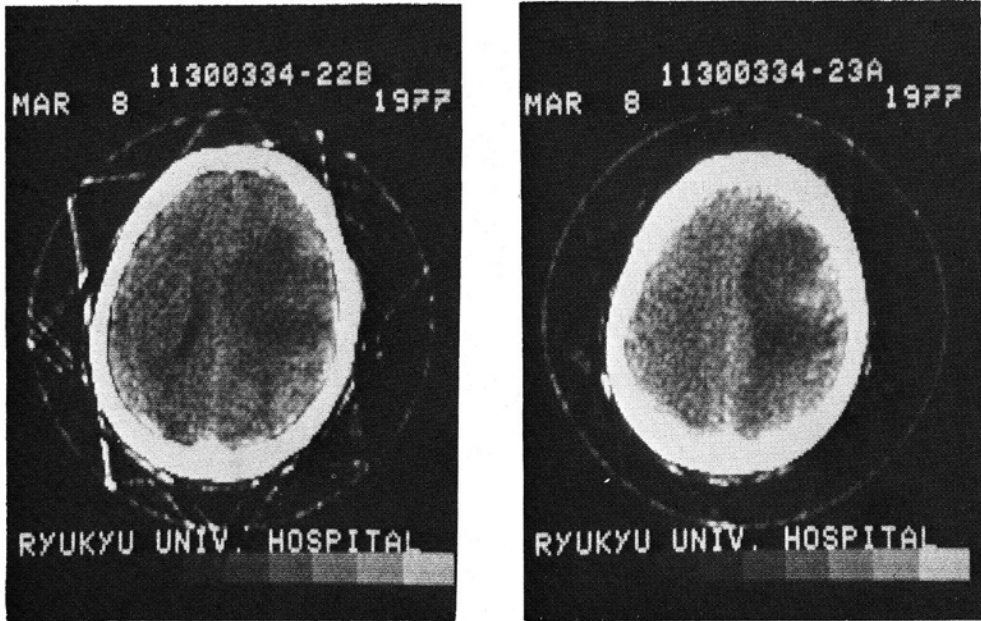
Postoperative CT showing large extensive low density in right frontoparietal region
